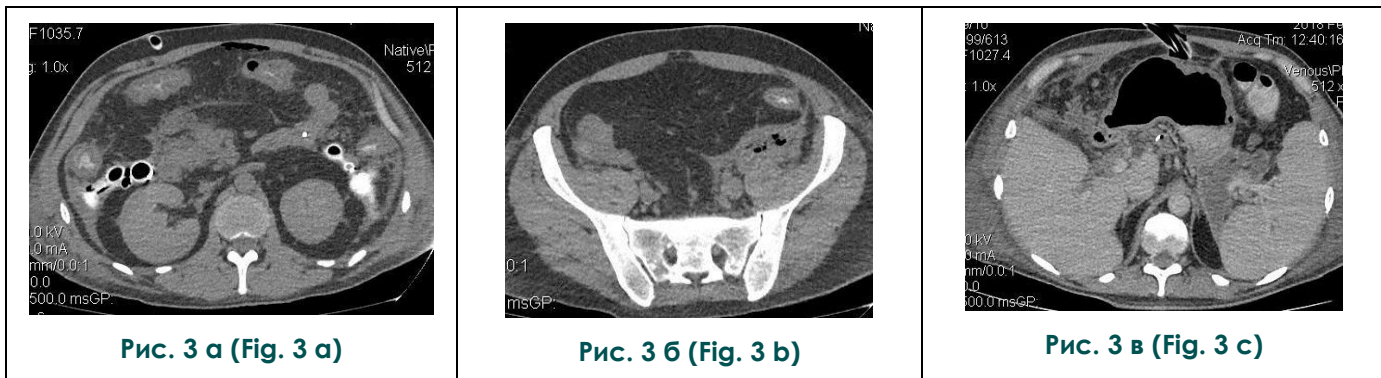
КТ-фистулография, аксиальная плоскость.
